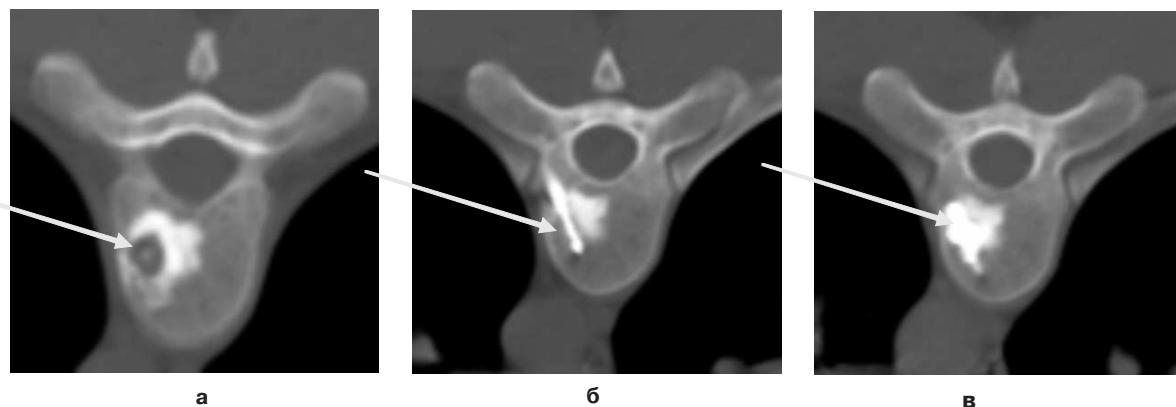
а) Данные КТ ТН7 позвонка до операции (остеоид-остеома); б) I этап операции: радиочастотная термоабляция под КТ-контролем при помощи однолепесткового электрода, введенного через трепан-иглу. Время воздействия – 4 мин, $t = 68$ °C; в) II этап операции: вертебропластика
